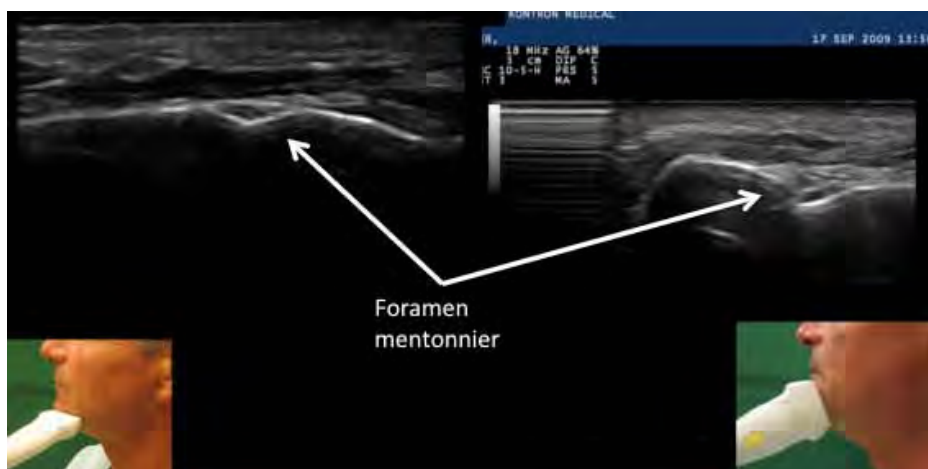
Image échographique du foramen mental. On note parfaitement la rupture de la table osseuse que ce soit avec une sonde horizontale (à gauche) ou transversale (à droite).
